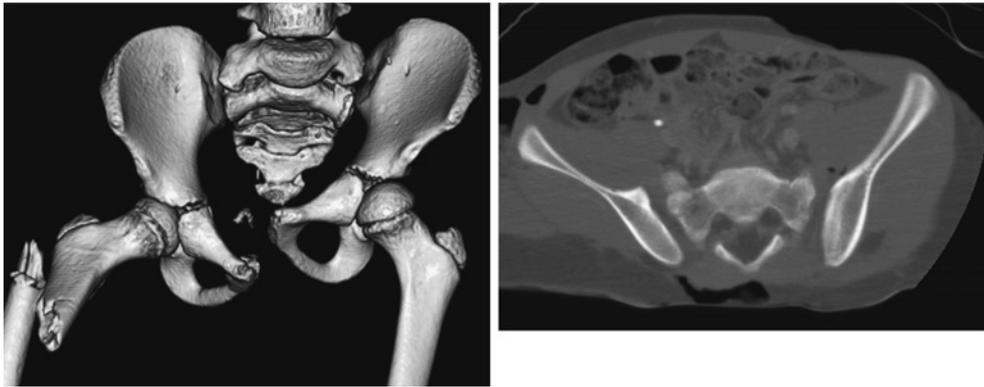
症例2：受傷時 CT 画像. 左：3D 像, 右：横断像.
